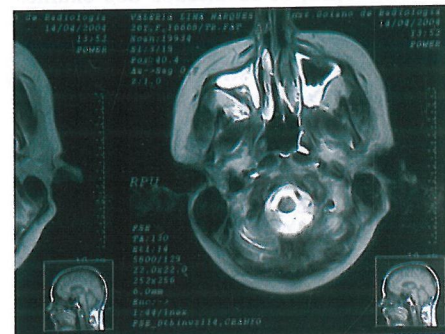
Ressonância magnética com corte axial em T2 mostrando hipersinal homogêneo do seio maxilar direito, porém sem invasão da cavidade nasal e órbita
